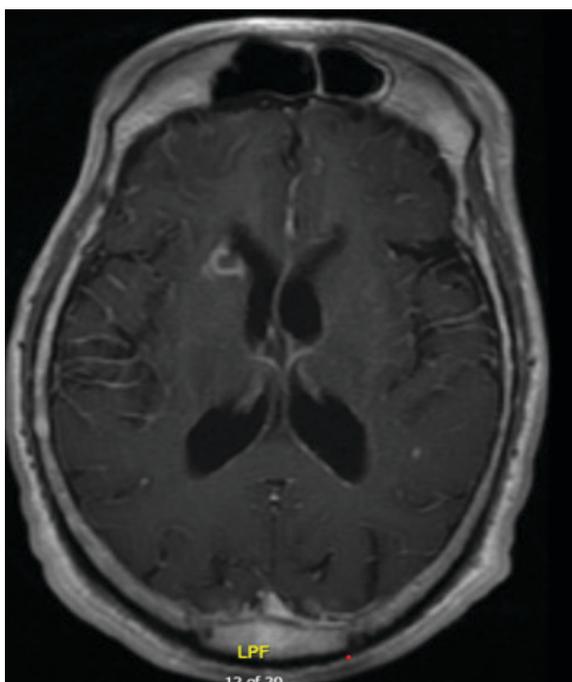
RM cráneo con evidencia lesión en cabeza de núcleo caudado derecho con realce anular y restricción a la difusión
